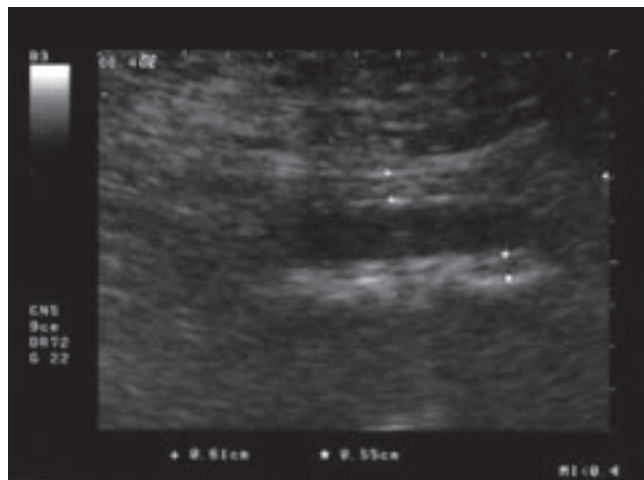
Fibrosi Retroperitoneale: l'esame ultrasonografico eseguito sei mesi dopo l'inizio della terapia dimostra la riduzione dello spessore del tessuto ipoecogeno periaortico.
